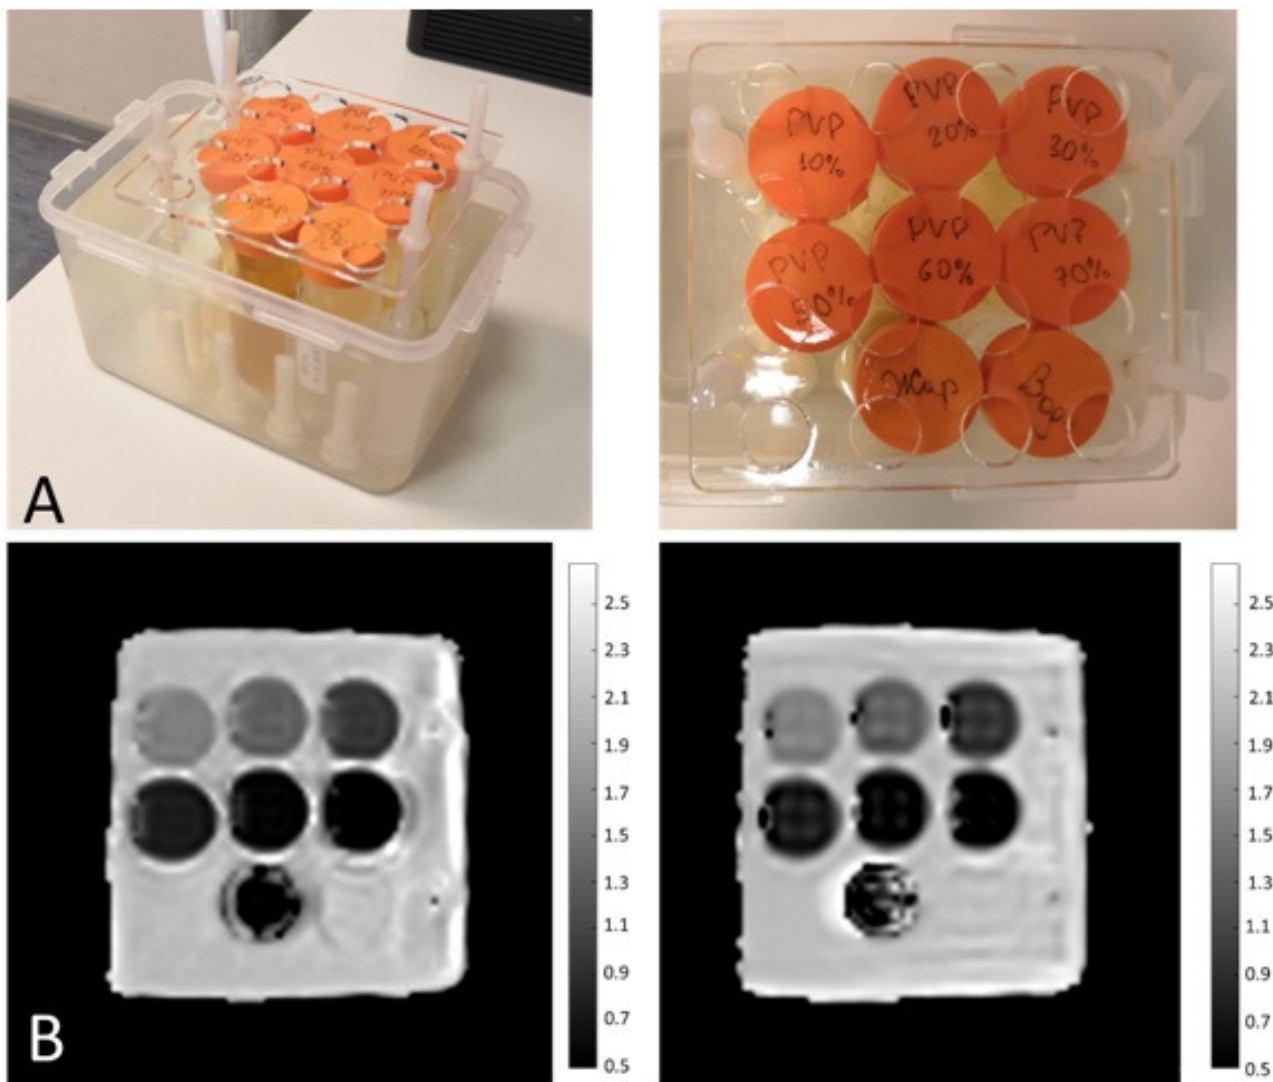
А – вид MR-совместимого фантома для анализа диффузионно-взвешенных ДВИ изображений; Б – пример карты измеряемого коэффициента диффузии (ИКД) фантома, полученной с помощью ДВИ (слева) и DWIDS (справа). Значения ИКД измеряются в единицах $\text{мм}^2/\text{с}$
